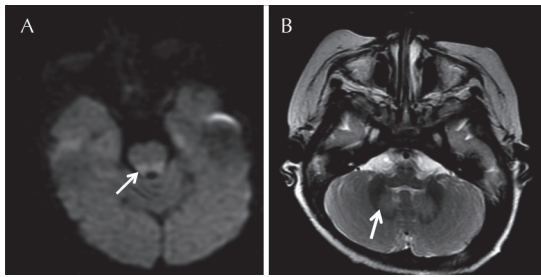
Resonancia magnética cerebral de pacientes con diagnóstico de fenilcetonuria clásica. A) Imagen axial en difusión: afección de tallo cerebral a nivel de pedúnculos cerebrales en una niña de 7 meses de edad. B) Imagen T2 axial de un niño de 5 años de edad con alteración en la señal en el cerebelo.
